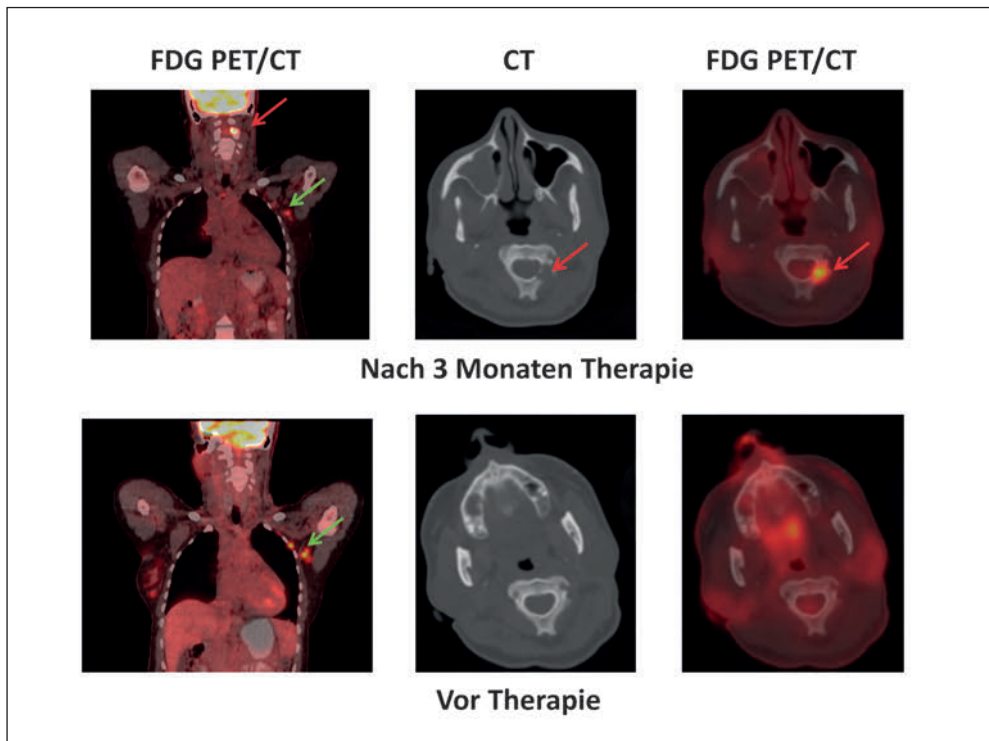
Metastasiertes Mammakarzinom vor und nach Therapie mit einem Anti-Östrogen und einem mTOR-Inhibitor. Vor Therapie (*untere Bildreihe*) zeigen die koronaren Schnitte der FDG-PET/CT (*linke Spalte*) zwei axilläre Lymphknotenmetastasen (*grüne Pfeile*). Nach Therapie haben sich diese Metastasen deutlich zurückgebildet. Es fällt aber eine neue FDG-Speicherung in der mittleren Halswirbelsäule auf (*roter Pfeil*). Die axialen Schnitte (mittlere Spalte der CT und PET/CT) zeigen eine neue osteolytische Metastase (*rote Pfeile*).
